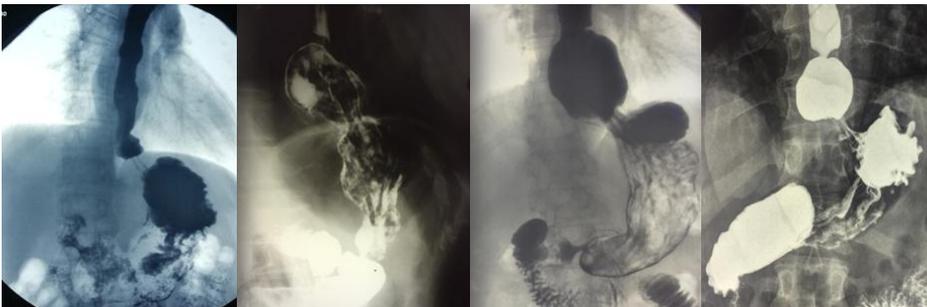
Рентгенконтрастное исследование пищевода
